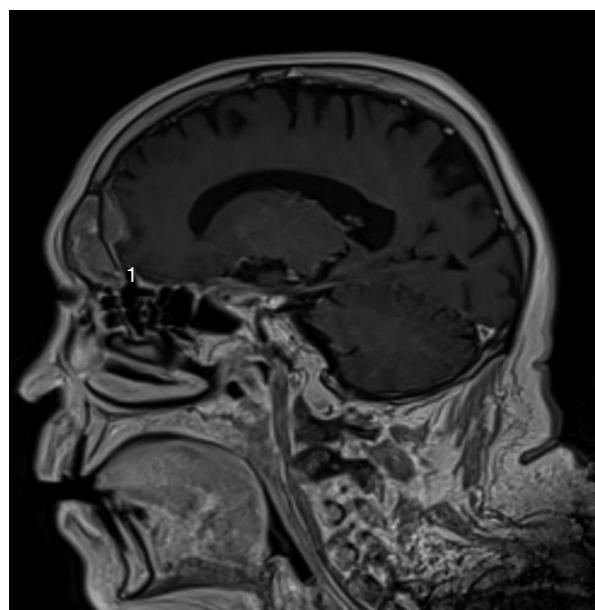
Extensão de metástase do seio frontal com perda da zona óssea hipointensa mostra invasão dural (RM, T1).
